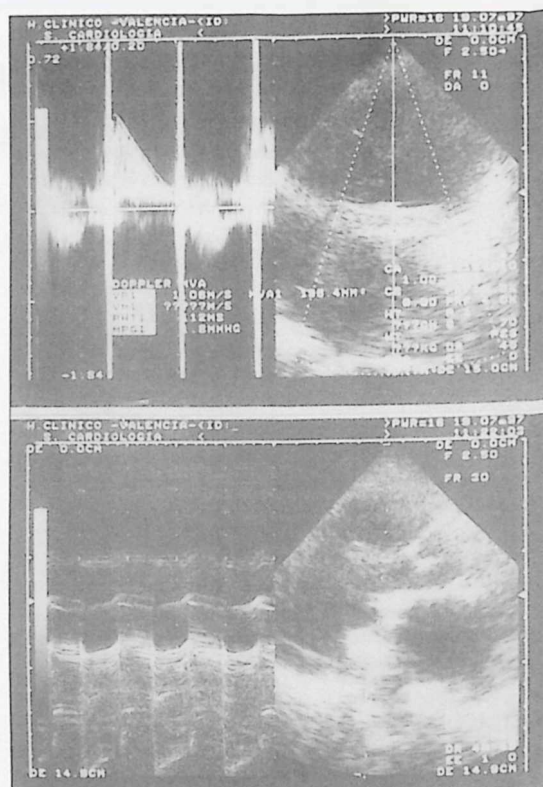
Ecocardiografía post-trombolisis. Arriba: Registro Doppler-continuo a nivel de prótesis mitral con velocidad máxima del flujo transprotésico de 1,08 m/s y área de 1,96 cm². Abajo: Ecocardiografía bidimensional y modo M en el que se aprecia la normalización del movimiento protésico tras la trombolisis.
